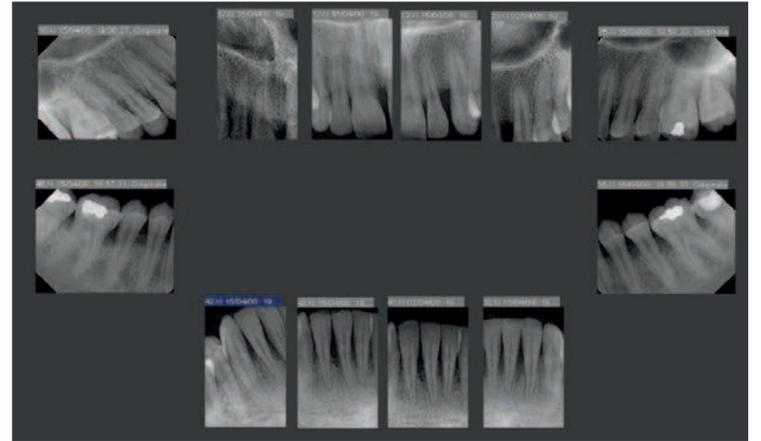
Radiografie periapicali iniziali.
